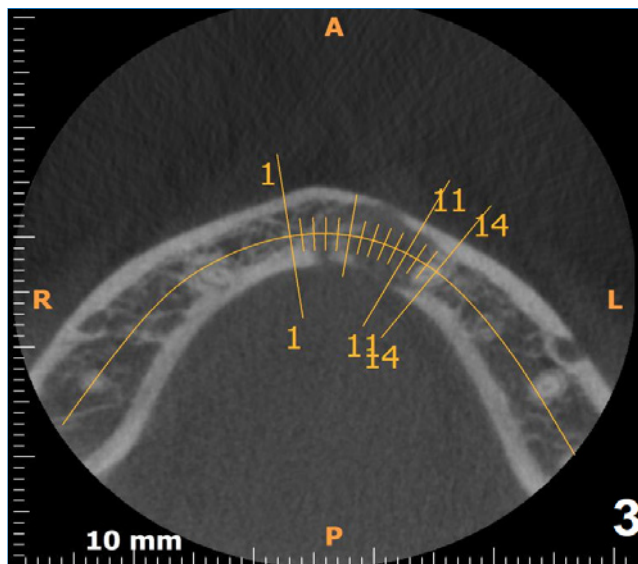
Tomografia computadorizada de corte axial que destaca imagem predominantemente osteolítica e conteúdo hiperdenso em seu interior (2014).
